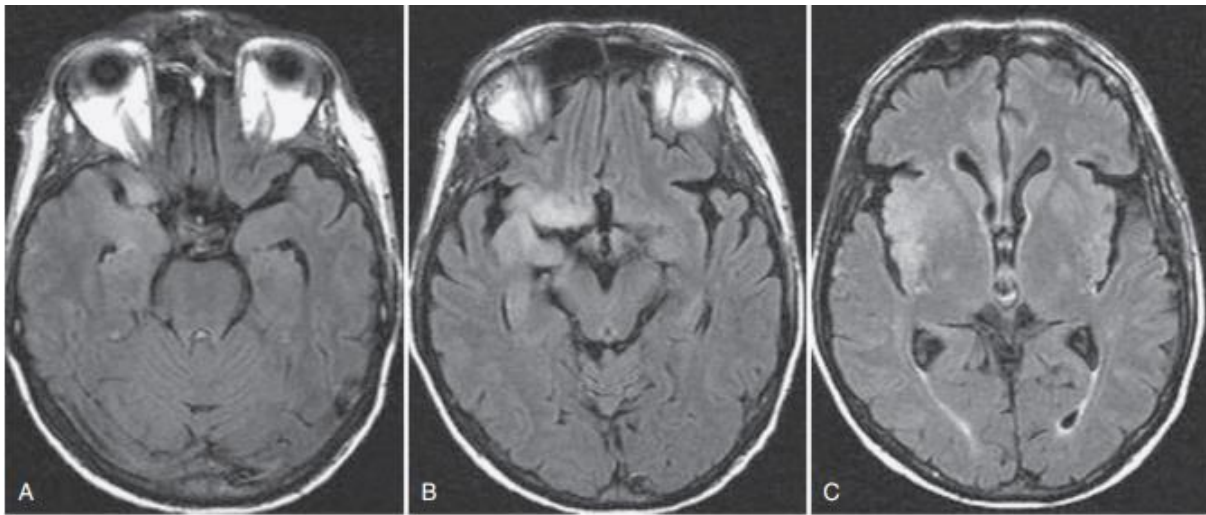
Encéphalite précoce à virus herpès simplex de type 1 (HSVE). L'IRM en coupe axiale en séquence pondérée FLAIR montrant un hyper signal dans le cortex temporal droit (hippocampe) (A, B), le gyrus cingulaire (B), et le cortex insulaire (C), correspondant à la distribution typique des anomalies associées à l'HSVE.
